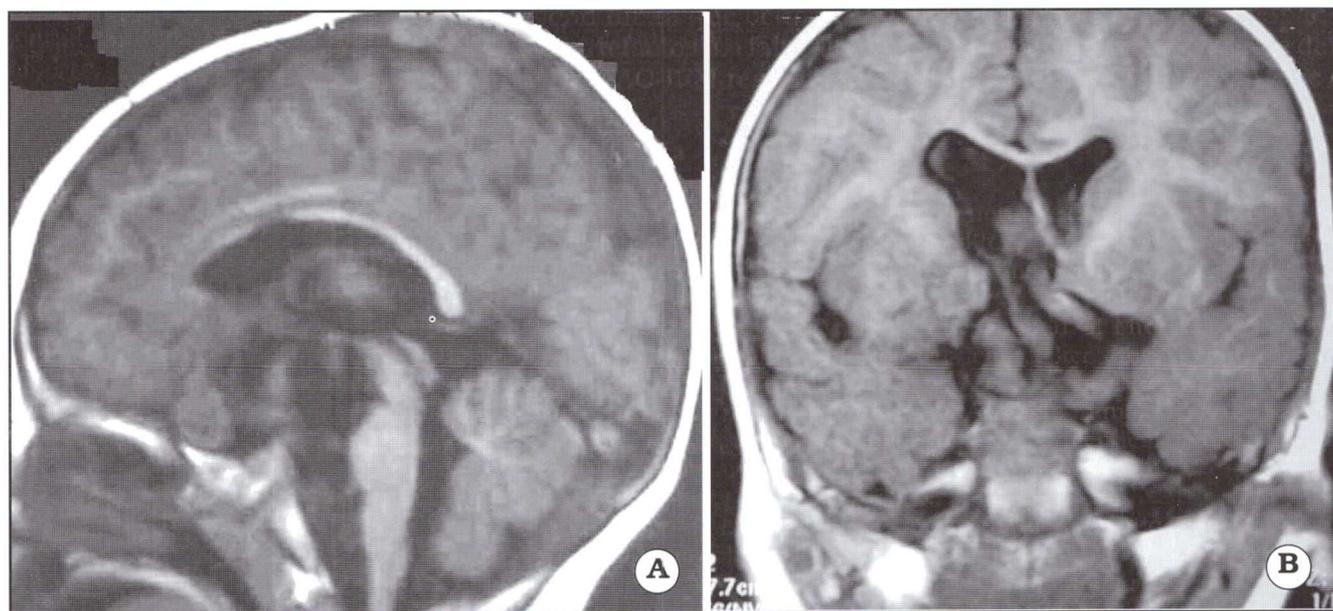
Quiste supraselar. A. IRM postoperatoria, corte sagital en T1. B. IRM postoperatoria, corte coronal en T1.
